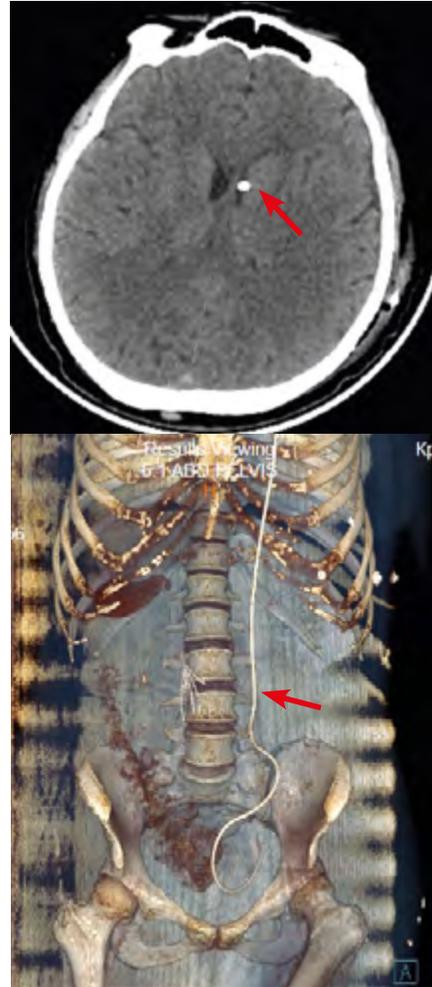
МСКТ головного мозга и брюшной полости. Стрелками указаны вентрикулярный и перинеальный части шунта
